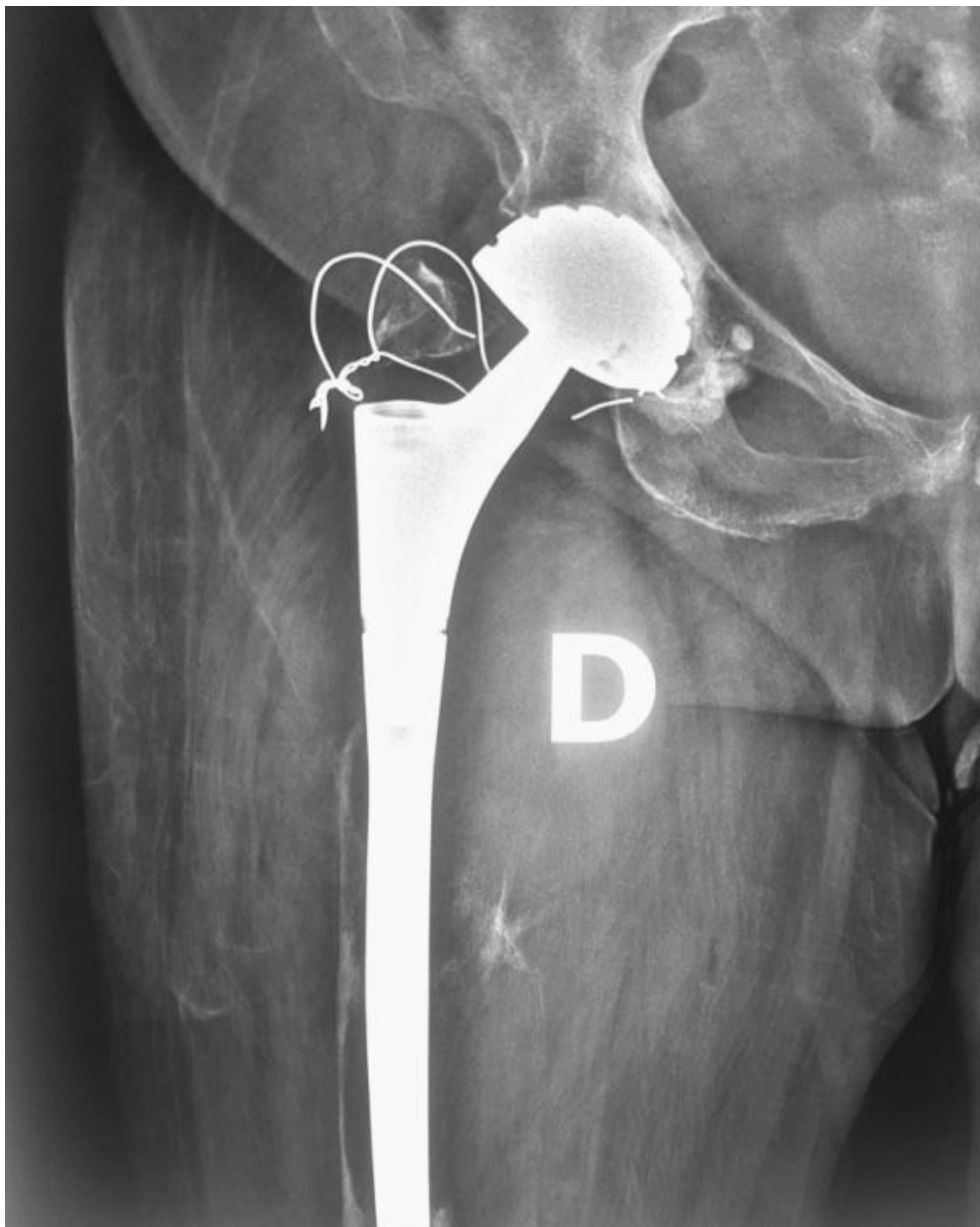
Radiographie de face de la hanche chez une patiente du groupe du balayage ayant bénéficié d'un traitement de reprise (PTH de reconstruction par tige type REVITAN)
